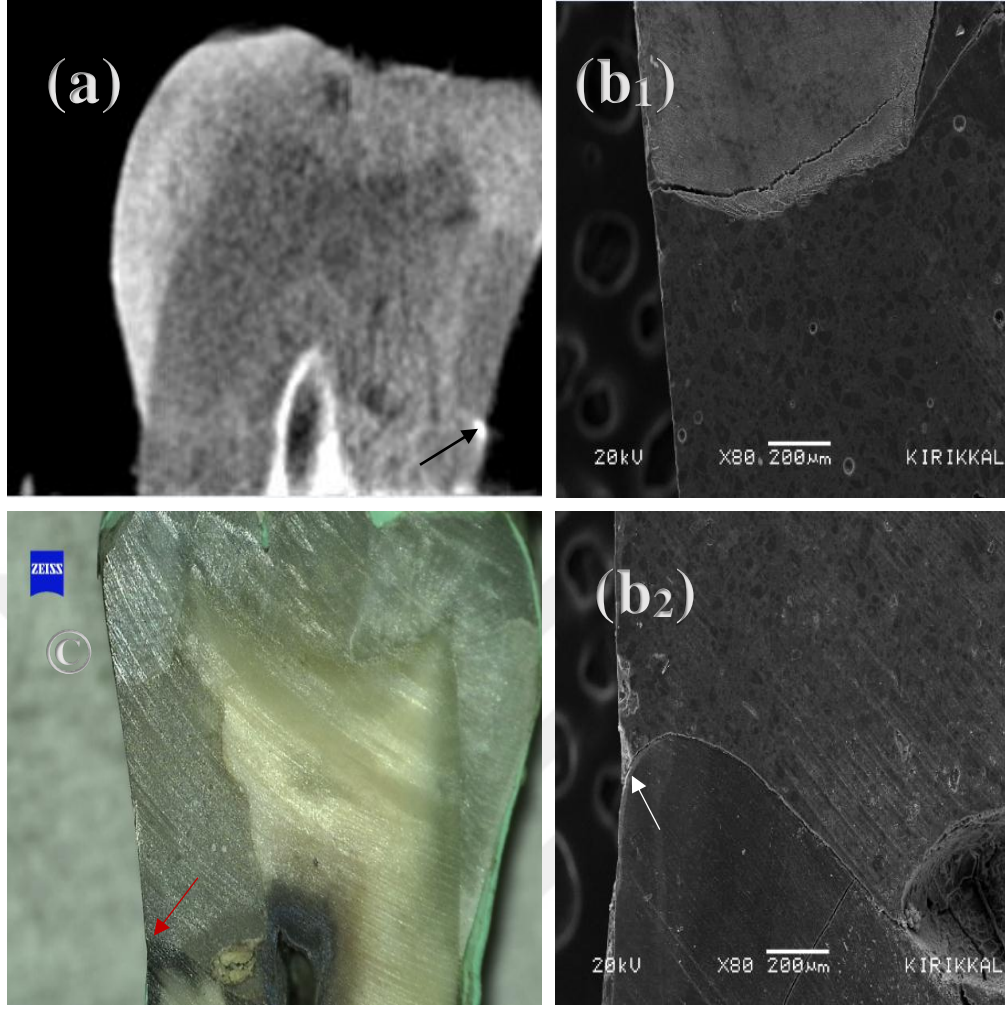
Konvansiyonel gruba ait olan bir örneğin üç görüntüleme sistemi ile yapılan gözlemler. (a): Mikro-CT ile yapılan görüntüleme sonucunda mine duvarında 0, dentin duvarında 1 skoru (siyah ok) verilmiştir. (b₁) ve (b₂): Aynı örnek SEM altında değerlendirildiğinde mine ve dentin duvarına 0 skoru verilmiştir. (c): ışık mikroskobu ile değerlendirildiğinde ise; mine duvarına 0, dentin duvarına 1 skoru (kırmızı ok) verilmiştir.
